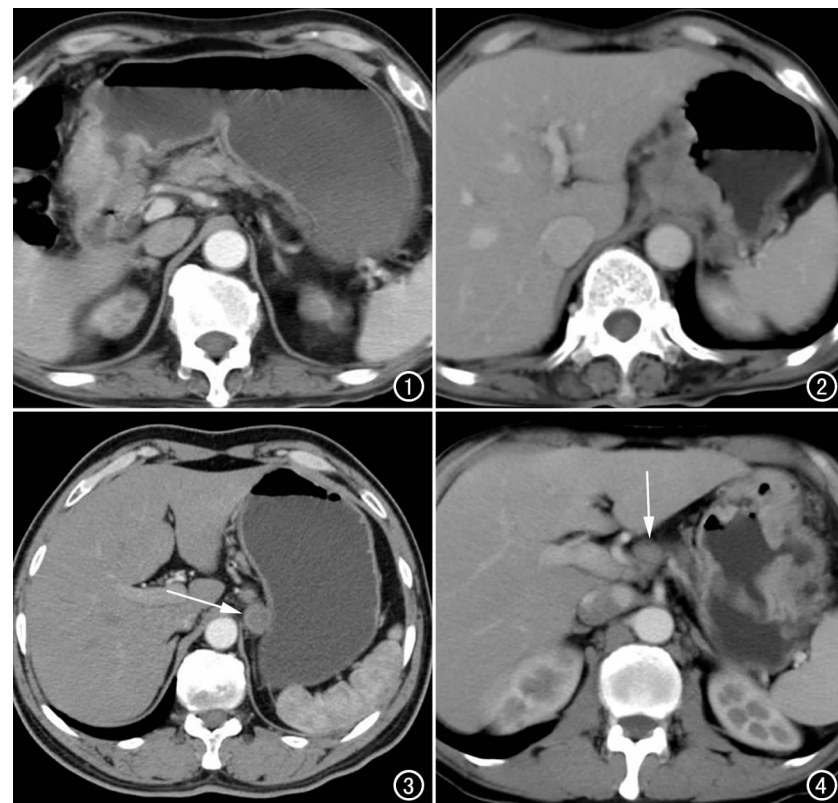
CT 扫描示胃窦部粘膜明显增厚。图 2 CT 扫描示胃底贲门部粘膜明显增厚。图 3 CT 扫描示第 3 组淋巴结转移(箭)。图 4 CT 扫描示第 8 组淋巴结转移(箭)。
